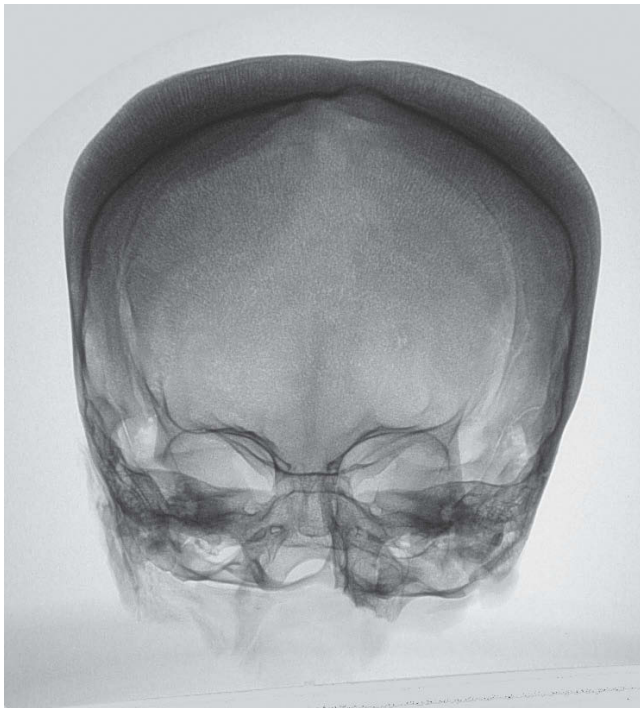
Radiografía anteroposterior del cráneo.
